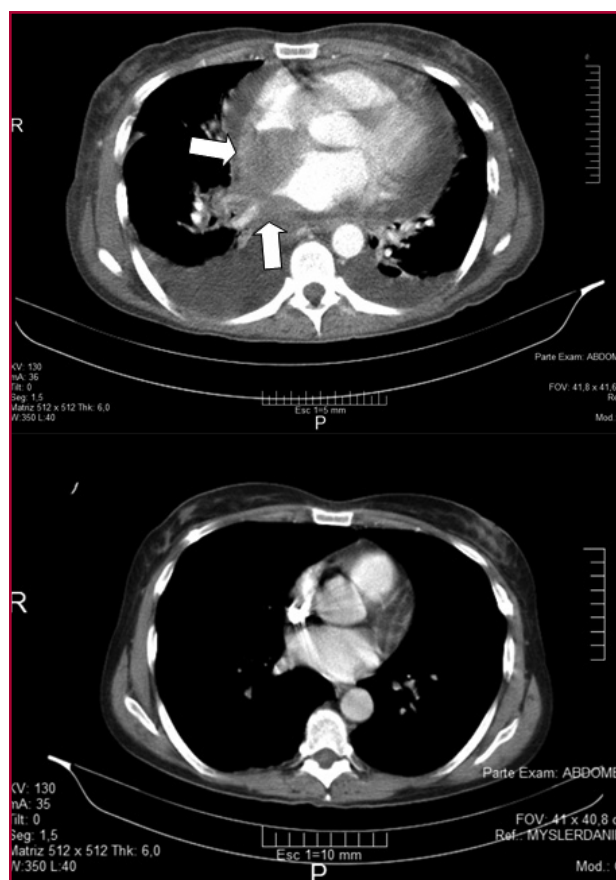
TC de tórax pretratamiento (1A-arriba): masa mediastinal en íntimo contacto con aurículas derecha a izquierda (flechas), derrame pericárdico y pleural bilateral. TC de tórax postratamiento (1B-abajo): ausencia de adenomegalias, derrame pleural o pericárdico.
